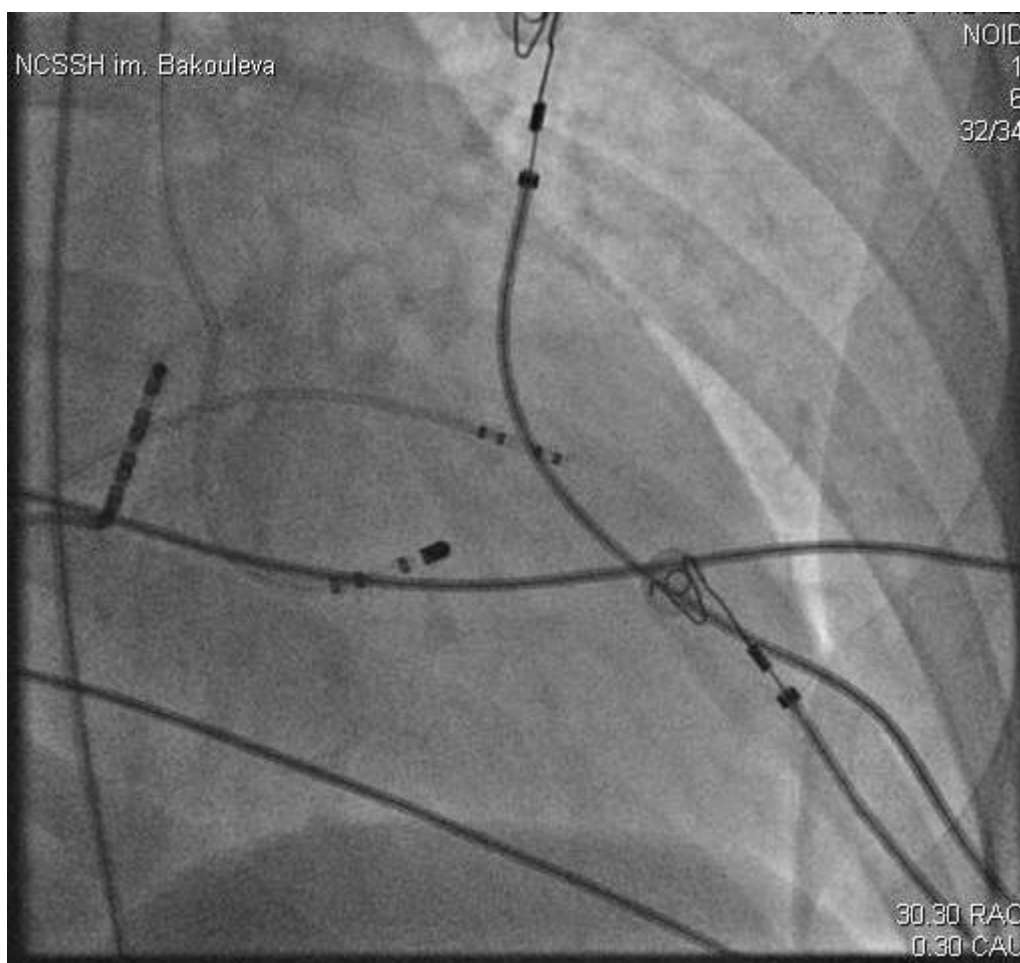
Правая косая проекция. Рентгенограмма, иллюстрирующая расположение абляционного электрода в левом желудочке. Абляционный электрод (ABL) позиционирован в задненижнем отделе МЖП. Диагностический четырехполюсный электрод (RVA) в верхушке правого желудочка. Диагностический десятиполюсный электрод в коронарном синусе (CS).
